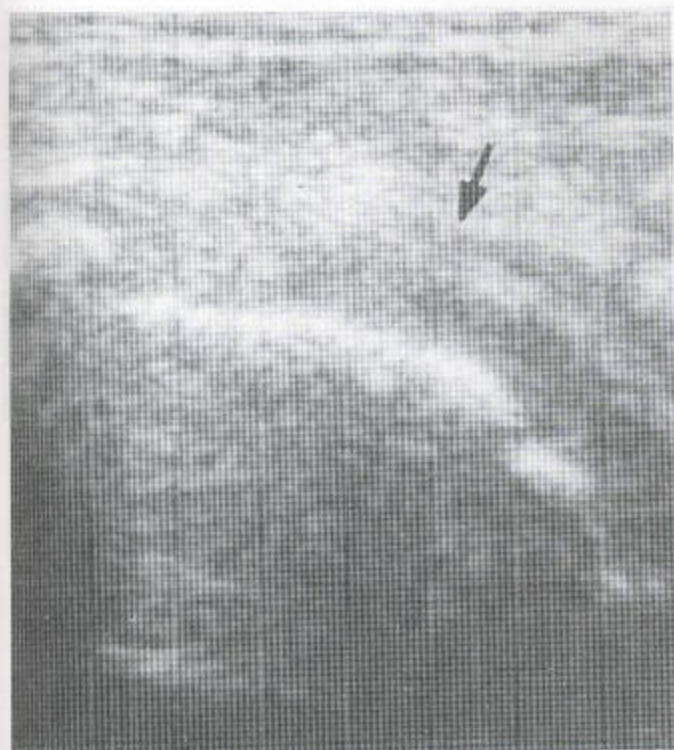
超声检查中的旋转套撕裂 岗上肌肌腱退缩，其游离端可被确认（箭头）。一个裸露区见于肱骨头上方。
